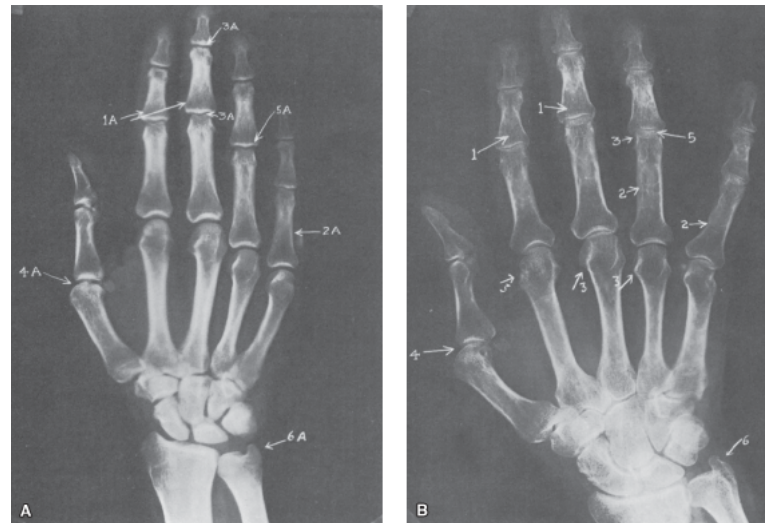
Artrite reumatoide. A. Radiografia normal da mão. B. Observar: 1 e 2. osteoporose; 3. desgastes artríticos marginais; 4. subluxação, diminuição da lamela limitante subcondral e pequenos cistos; 5. estreitamento da fenda articular; 6. desgaste da apófise estilóide pela tenossinovite concomitante.
